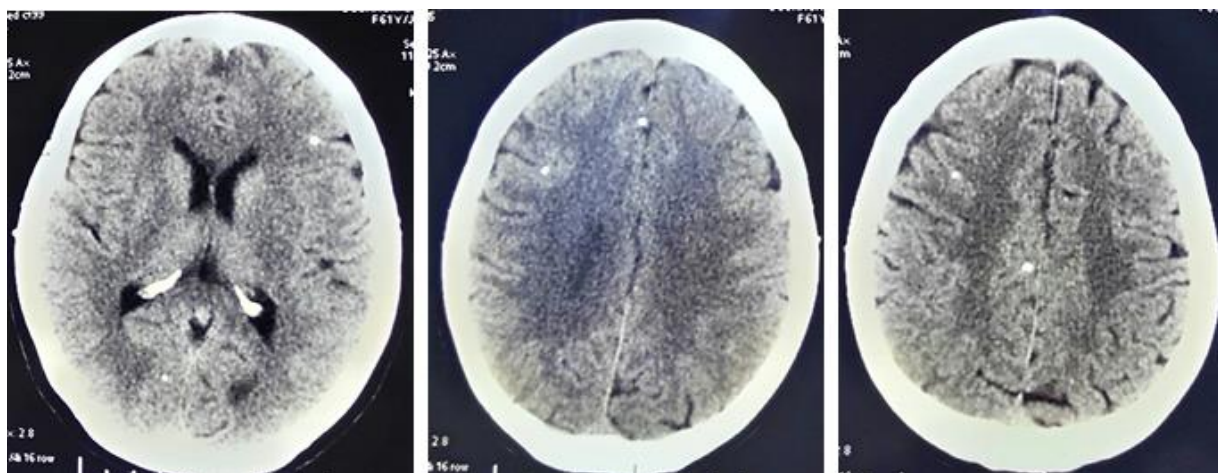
CT cerebral. Calcificate intracerebrale multiple.
